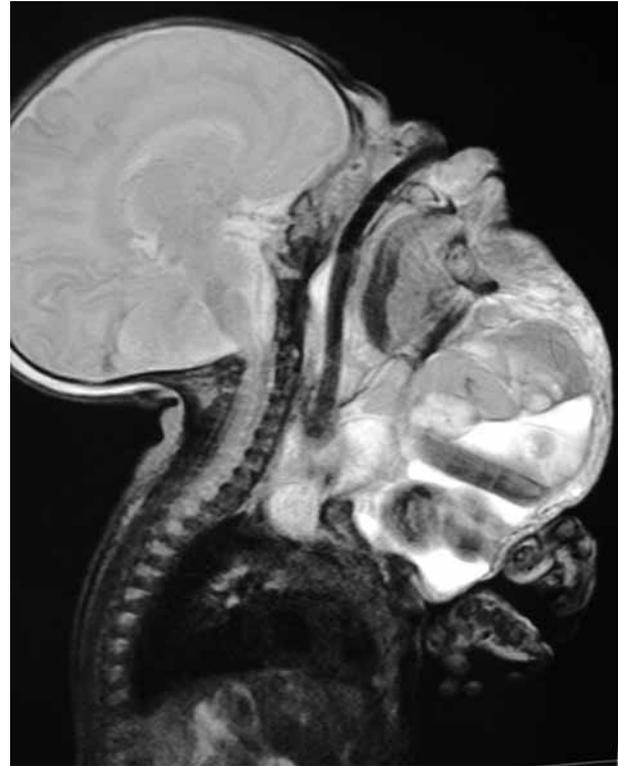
RMN postnatal. Linfangioma gigante que afecta vía aérea, lengua y parótida.
